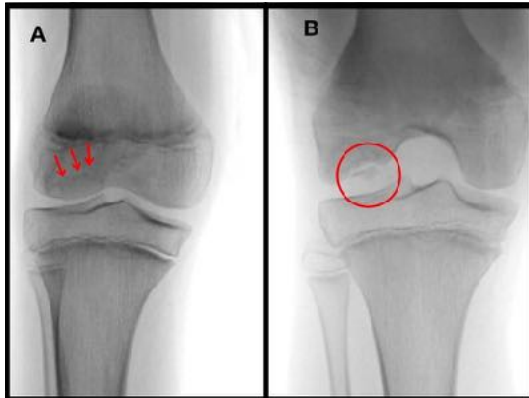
Paciente de 13 años con historia de dolor y aumento de volumen en rodilla derecha. A) Radiografía rodilla AP, sólo le ve sutilmente una zona Radiolúcida en condilo lateral (flechas rojas). B) En la visión de túnel intercondíleo, se hace evidente la OCD.
